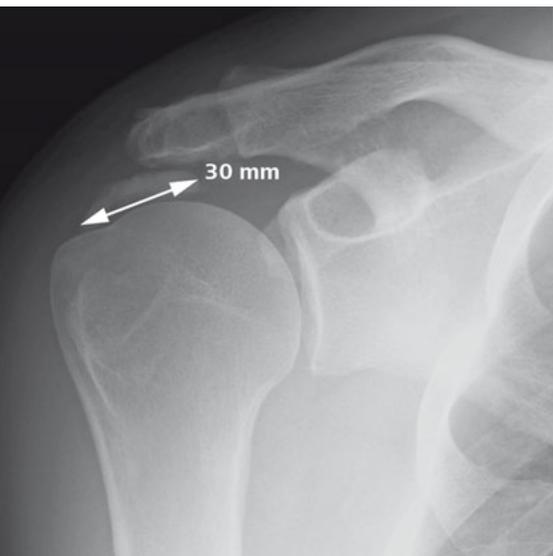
Röntgenbild eines Kalkdepots (Durchmesser gekennzeichnet)
